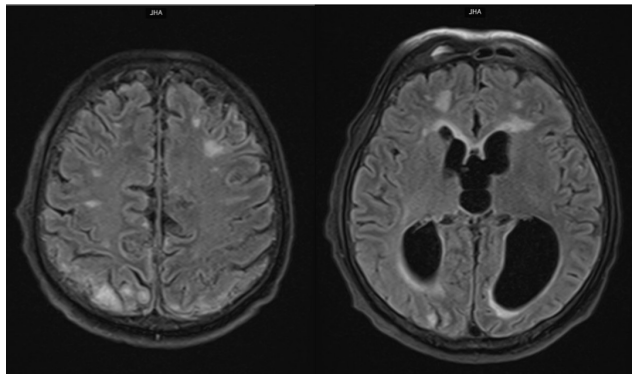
МРТ головного мозга пациента П., с подавлением сигнала от свободной жидкости, аксиальные проекции. МР-картина множественных очагов ишемического характера в различных сосудистых бассейнах
